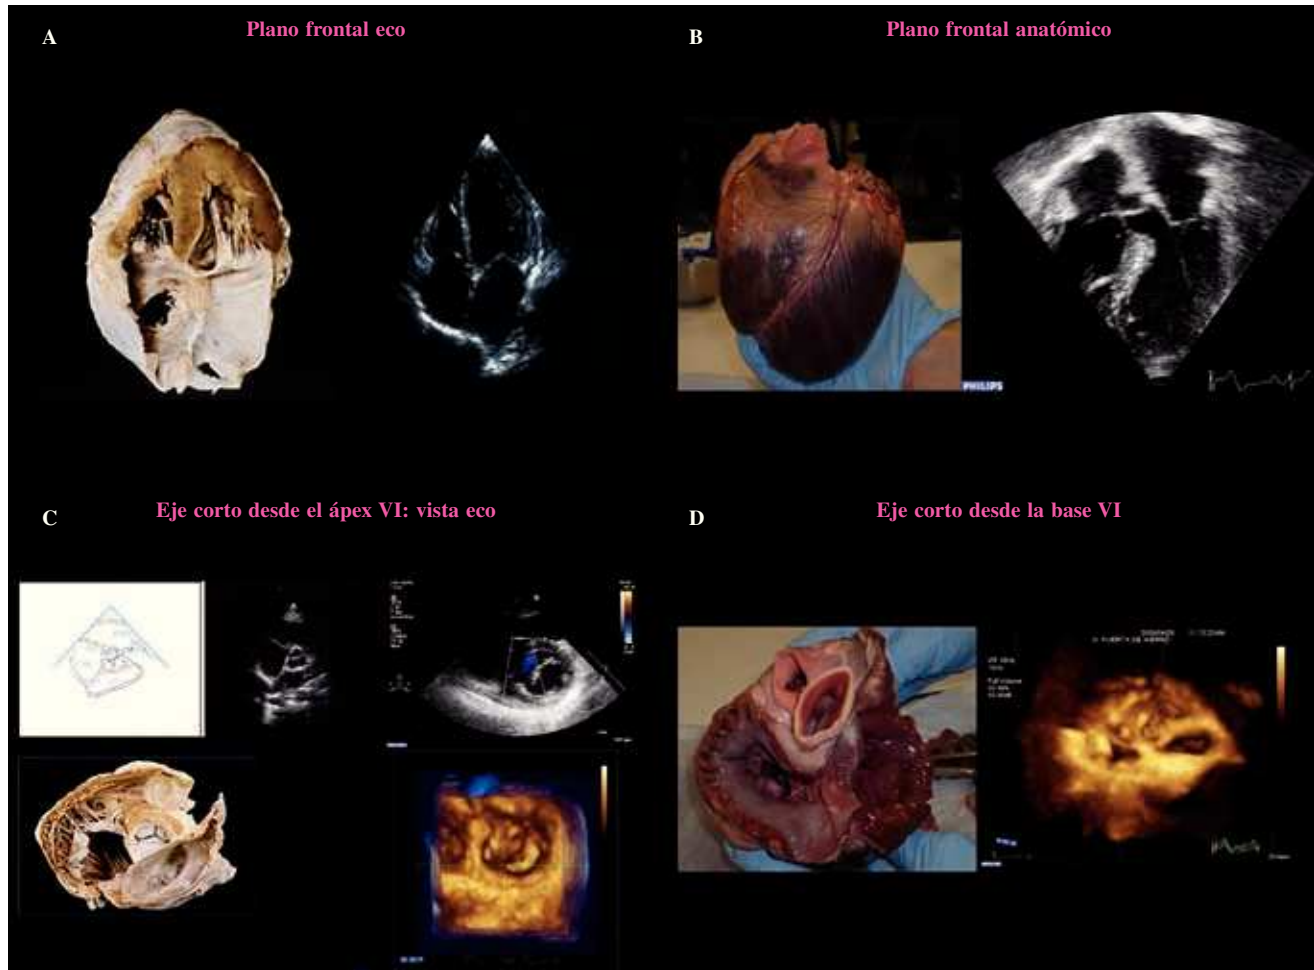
Planos anatómicos y su correlación con el ecocardiograma. A: plano frontal, vista anatómica y en eco plano apical cuatro cámaras visto desde el ápex del VI. B: plano frontal anatómico y vista frontal de un corazón, imagen anatómica de cuatro cámaras invertida. C: eje corto anatómico visto desde el ápex recortando el VI, en ETT vista de la VM eje corto desde el ápex de VI, vista 3D en una sola imagen desde el ápex visualizamos VM «vista cirujano» con aorta (AO) situada a las 12 horas. D: eje corto anatómico de la VM, vista quirúrgica con AO situada a las 12 horas, en imagen 3D vista similar velos mitrales y AO a las 12 horas, se obtiene recortando ambas aurículas.
